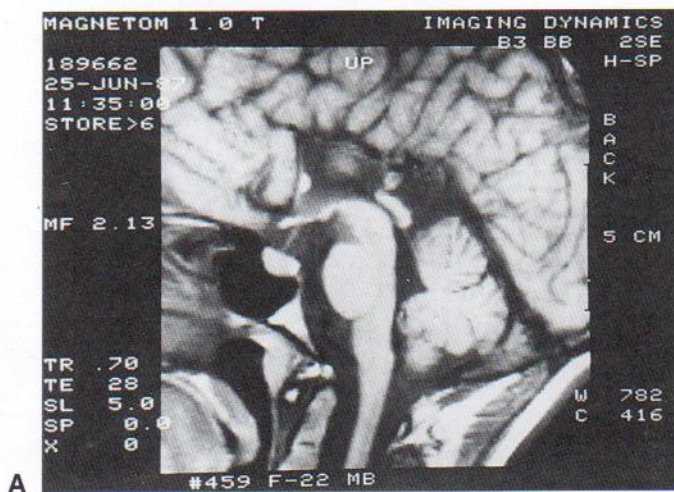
39. A, Imagen de resonancia magnética sagital del encéfalo de una mujer de 22 años con mentalidad y función motora normales. Se aprecia una ausencia completa del cuerpo calloso. (Cortesía del Dr. Gerald S. Smyser, Altru Health System, Grand Forks, ND, EE.UU.) B, Fotografía de un corte coronal del encéfalo de un niño que muestra agenesia del cuerpo calloso, que normalmente debería cruzar la línea media para conectar ambos hemisferios cerebrales. Obsérvese el tálamo (T) y el desplazamiento hacia abajo del cíngulo hacia los ventrículos lateral y tercero (flecha). (Cortesía del Dr. Marc R. Del Bigio, Department of Pathology [Neuropathology], University of Manitoba, Winnipeg, Manitoba, Canadá.)
